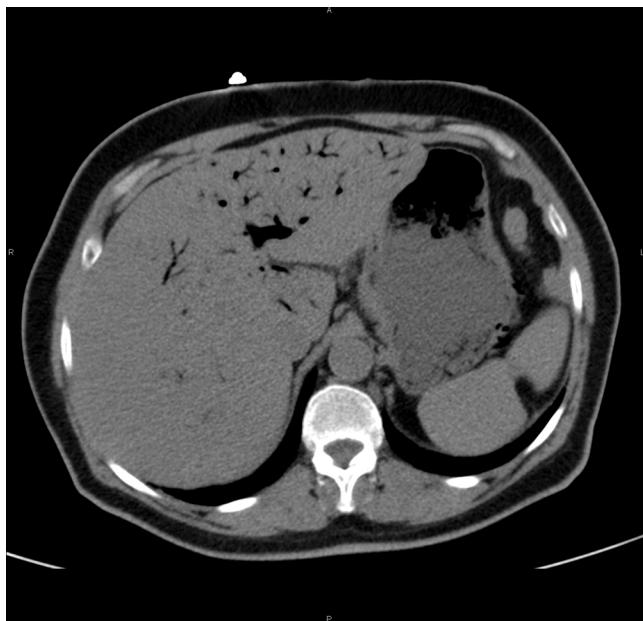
TAC abdominal sin contraste. Corte axial: burbujas aéreas en pared gástrica y engrosamiento difuso de la pared. Abundante gas en parénquima hepático y en sistema portal.
